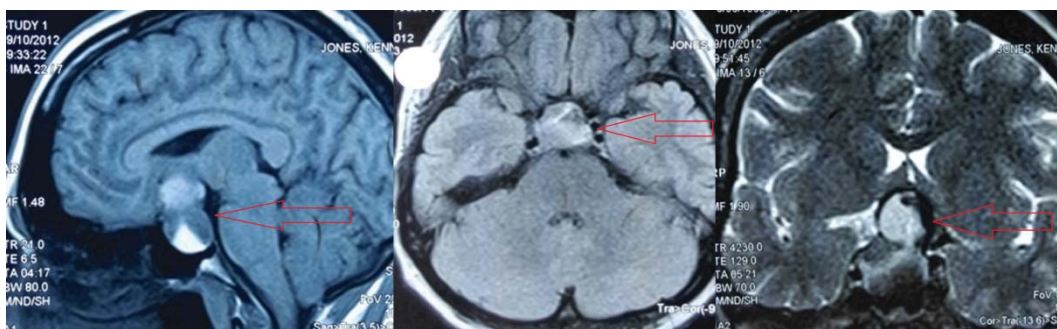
МРТ исследование головного мозга пациентки М. эндо-супраселлярная аденома гипофиза (октябрь 2012 г) (указаны стрелкой)
